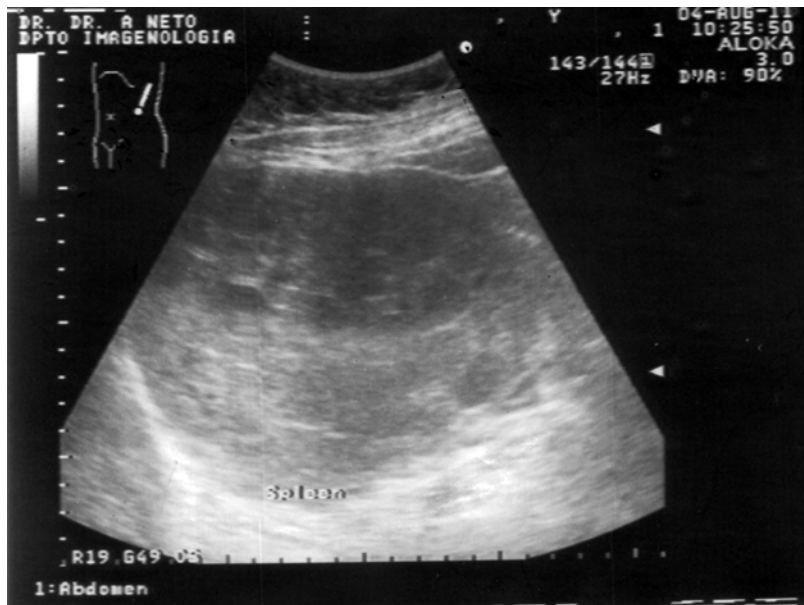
Bazo. Ultrasonido donde se observa una imagen compleja a predominio anecoico. Se pueden ver múltiples quistes.
